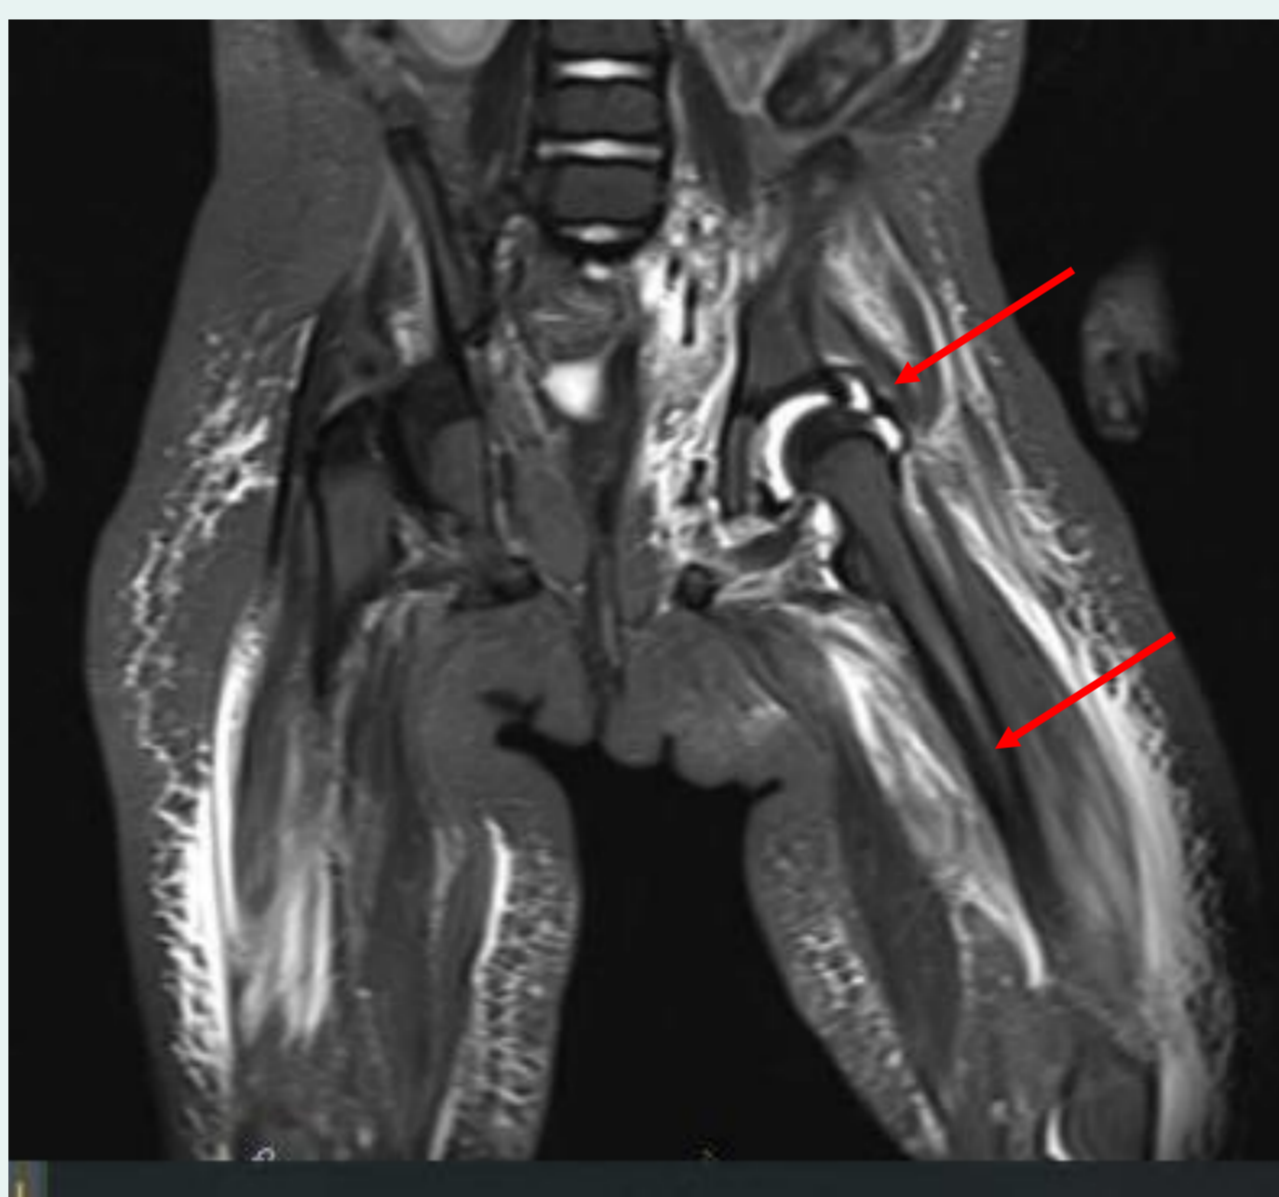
MRT T2 Stir, Myositis, Hüftgelenkserguß
